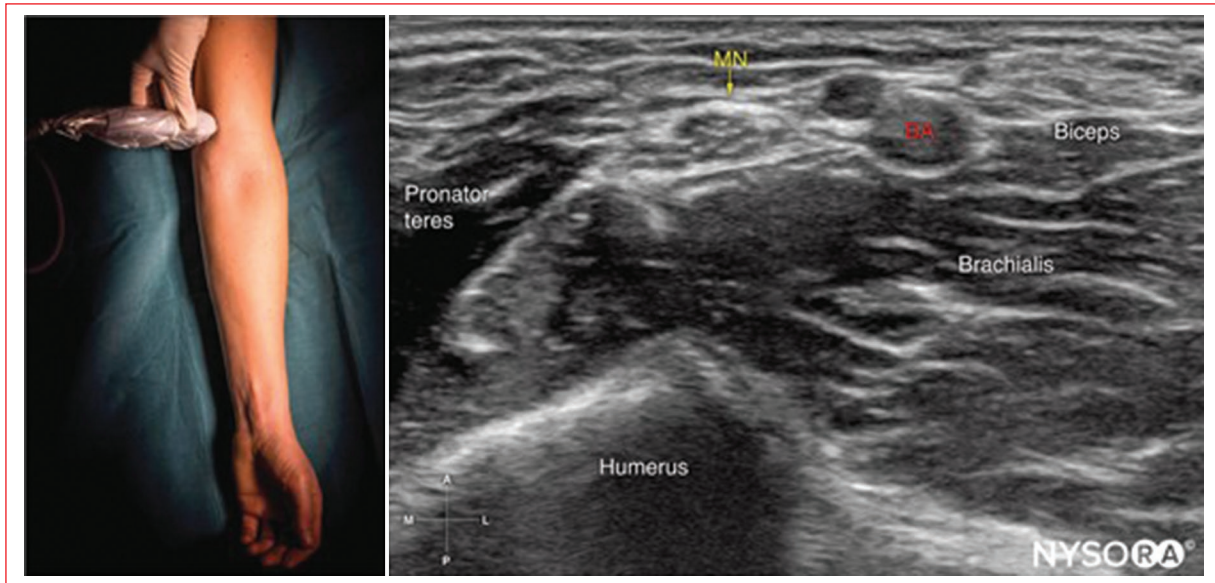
Ecografía del bloqueo del nervio mediano. BA: arteria braquial; MN: nervio mediano.
